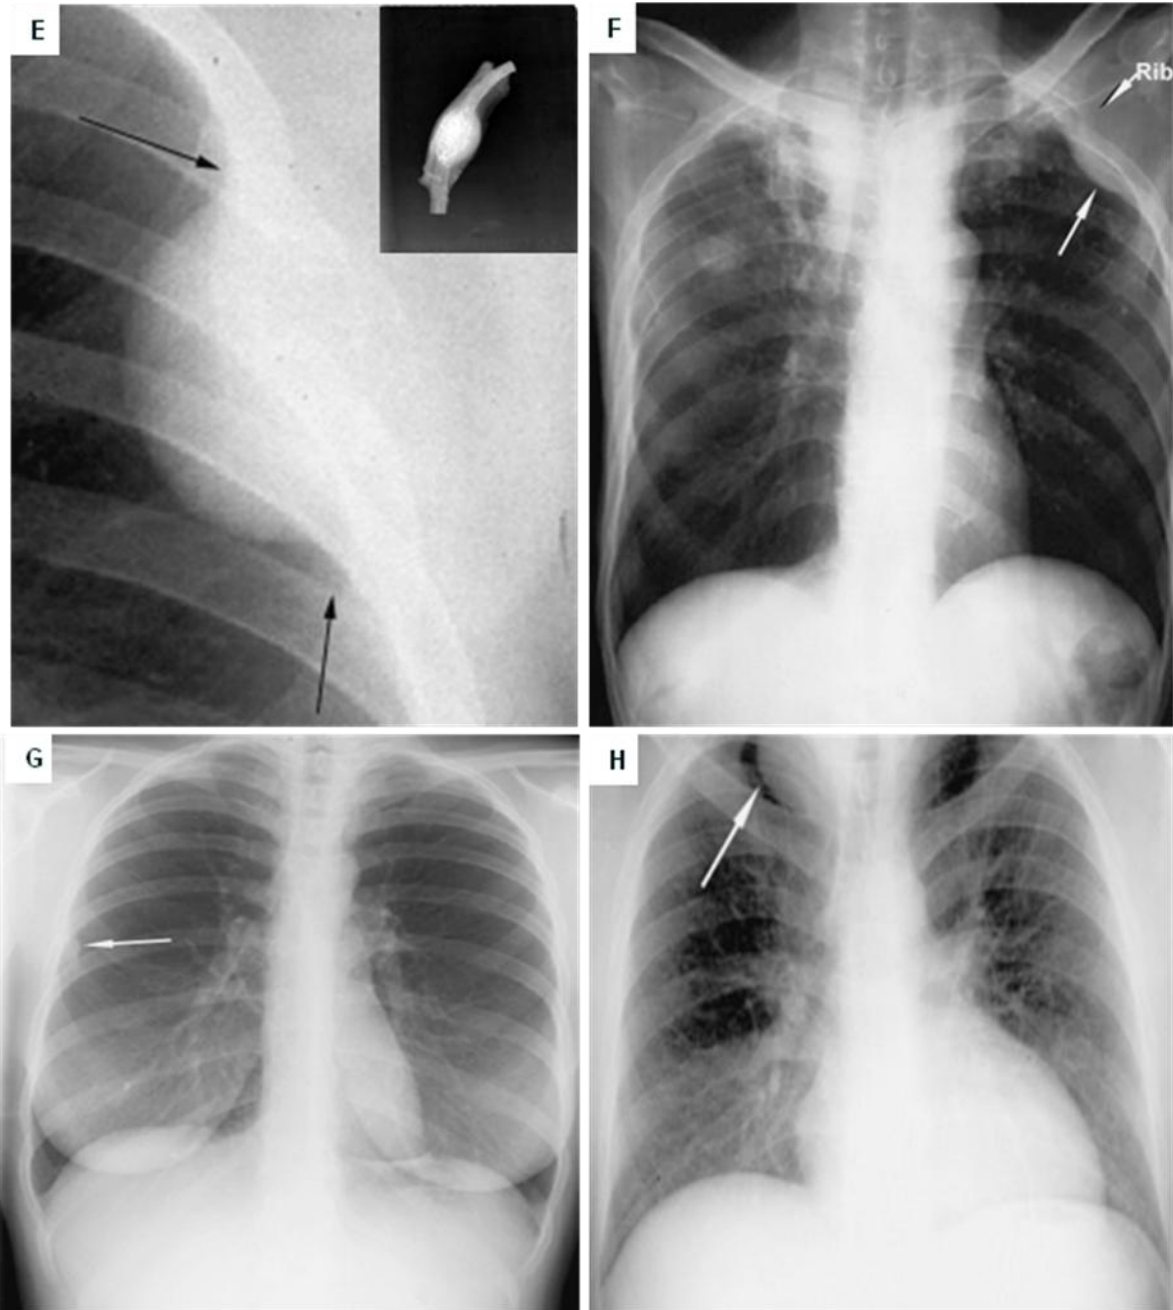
111. Radiografías frontales de tórax con lesiones que han producido un signo extrapleurales positivo. E. plasmocitoma. F. metástasis. G. callo óseo. H. higroma quístico
